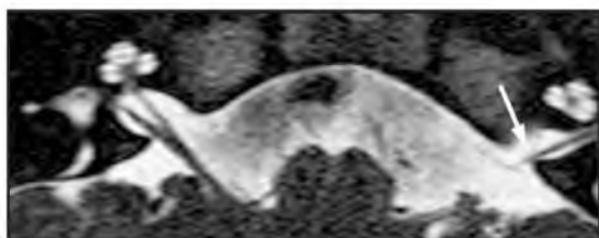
Пациент, один год, с диагнозом «агенезия левого вестибулокохлеарного нерва». МРТ 3D-FIESTA-ИП аксиальная плоскость перпендикулярно дну внутреннего слухового прохода. Ствол левого VIII ЧН не визуализируется
